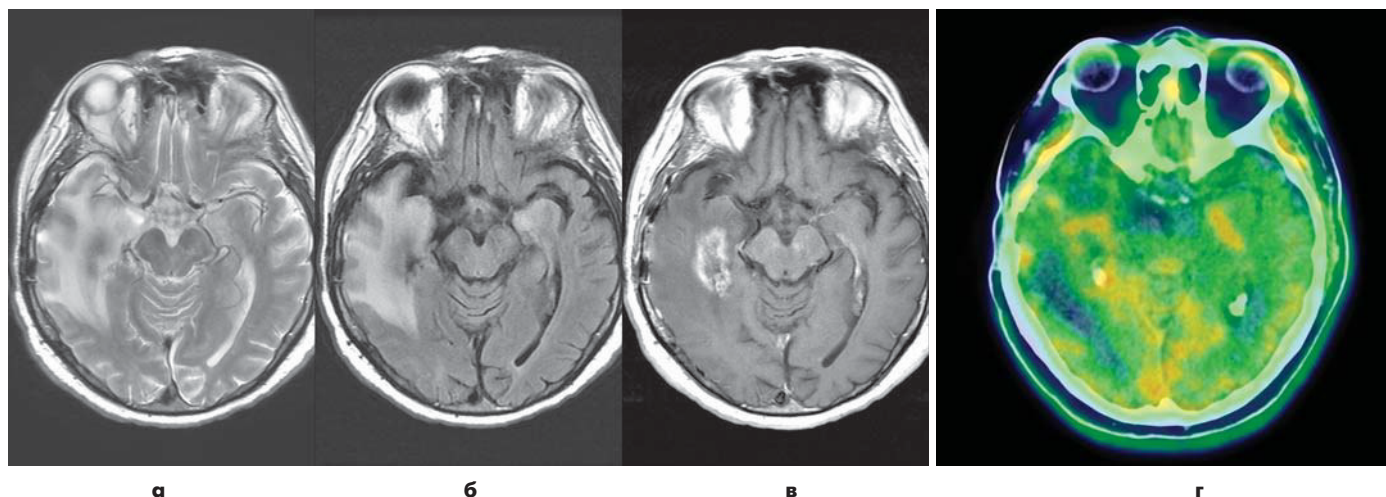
Лучевой некроз после облучения анапластической глиомы правой височной области. На аксиальных МР-изображениях, полученных в режимах T2 (а), T2-FLAIR (б) и T1 (в) после внутривенного контрастного усиления, в правой височной области на фоне обширного отека мозгового вещества через 1 год после лучевой терапии появилась зона патологического контрастного усиления (в), подозрительная за рецидив новообразования. ПЭТ-КТ с ¹¹C- метионином (г) демонстрирует низкие показатели накопления радиофармпрепарата, соответствующие участку накопления контрастного препарата при МРТ, что свидетельствует о наличии постлучевой реакции, как осложнения проведенного лечения.
